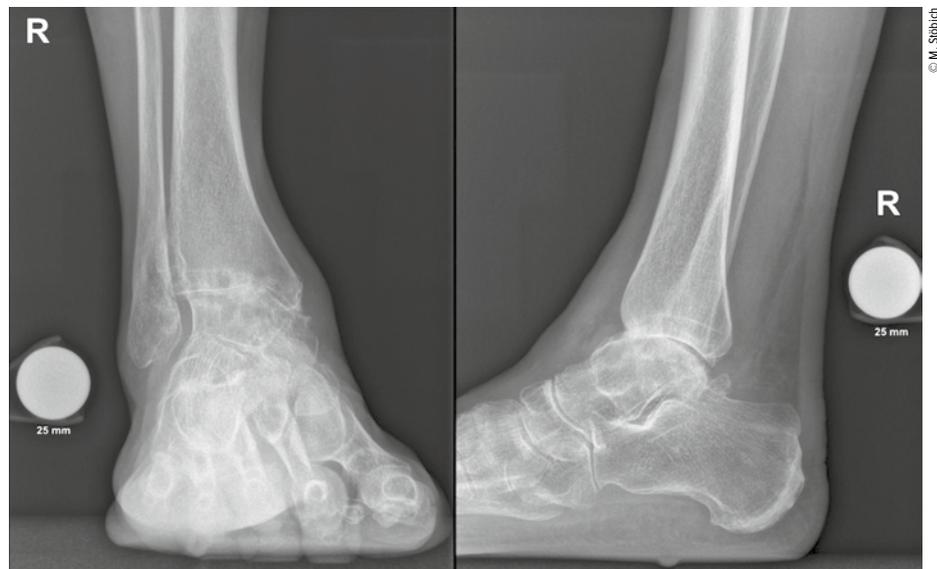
Präoperatives Röntgen vor OSG-TEP
